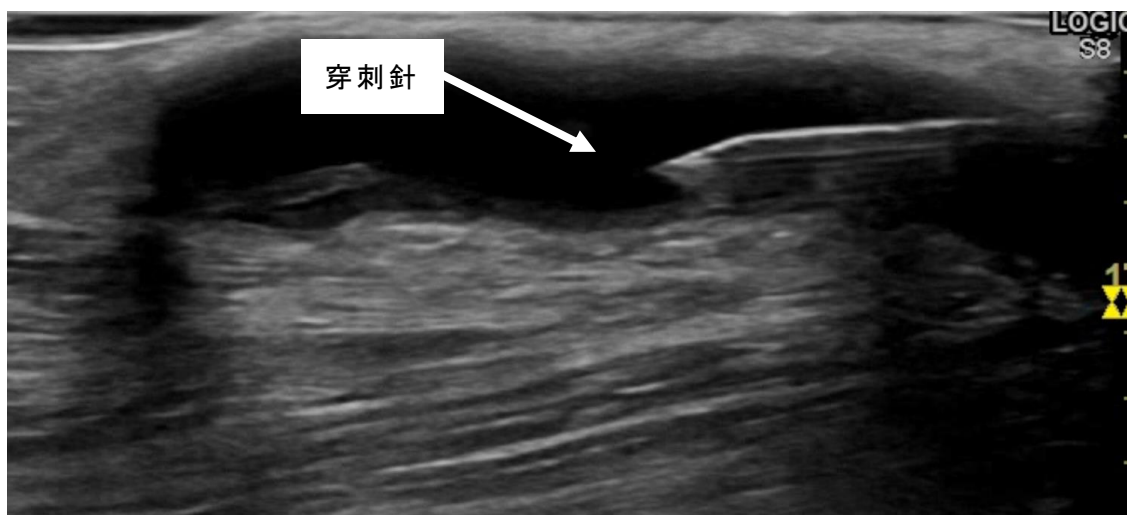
エコーガイド下穿刺で血管内に針を進めている様子（長軸像）
